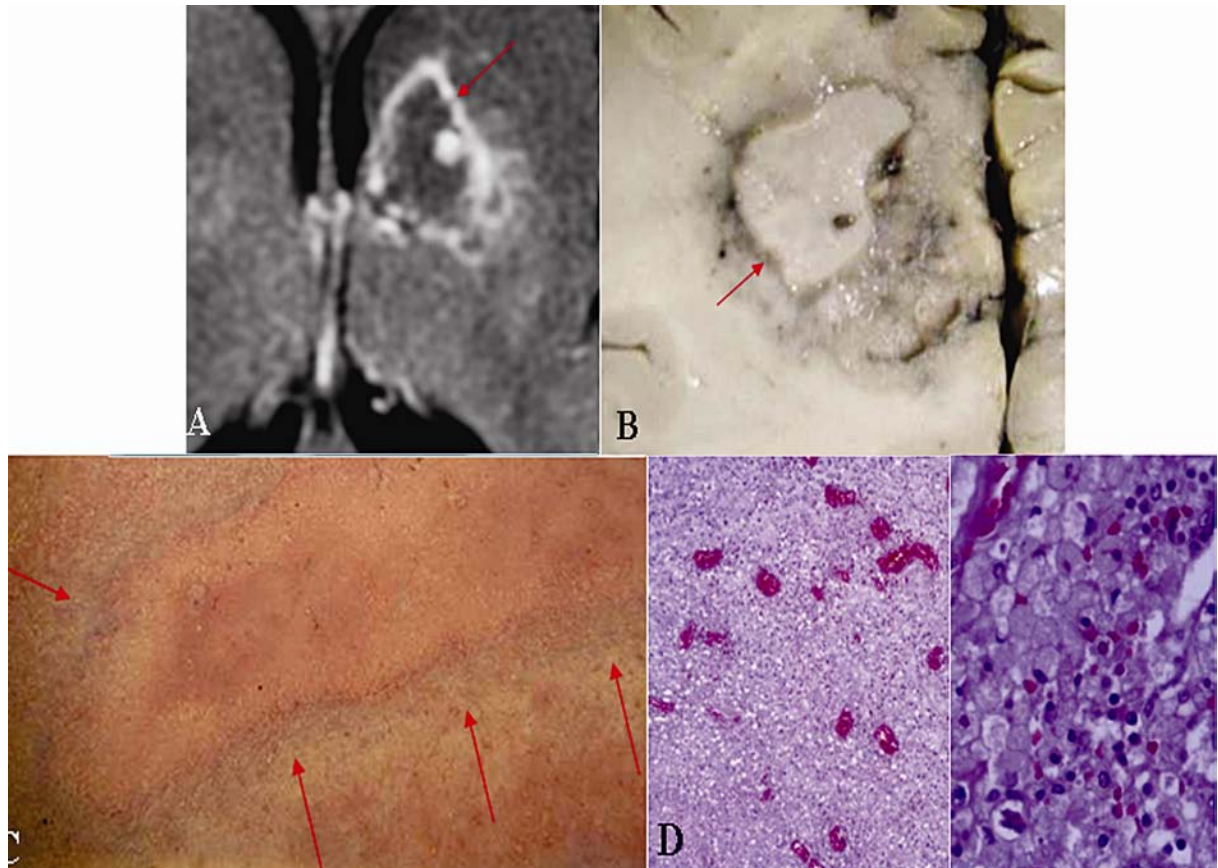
C e D. Zona Intermediária (inflamação): A) Imagem de RM B) Macroscopia C) Estereofotografia de corte histológico, tricrômico de Masson e D) Corte histológico em áreas de hiperemia (HE 25x) e infiltrado histiocitário lipofágico (HE 400x).
